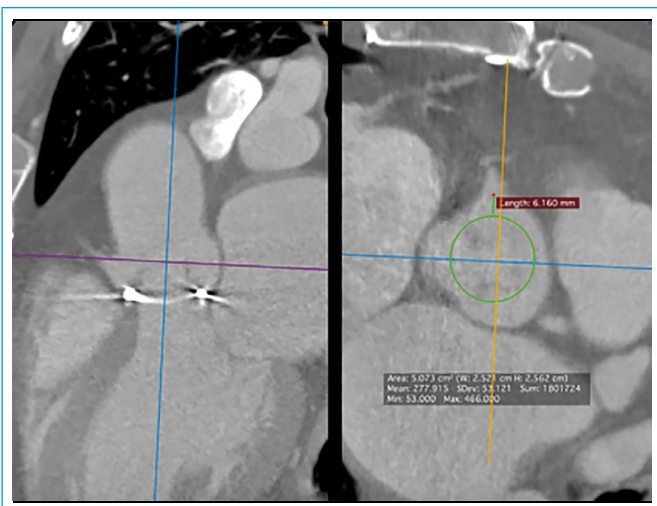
Corte transversal de TC a nivel de la porción sinusal de la raíz de aorta. Se constata una distancia desde cuadro valvular a ostium de coronaria derecha ligeramente superior a 6 mm, marcando un bajo riesgo potencial de obstrucción de ostium coronario
